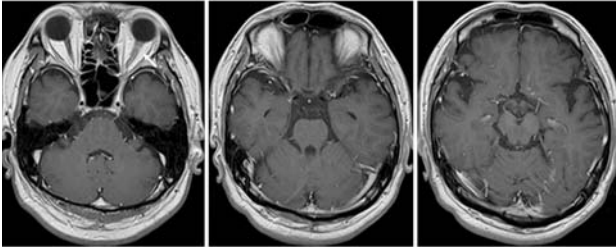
Gd造影MRI (初期治療後5年11ヶ月後)
